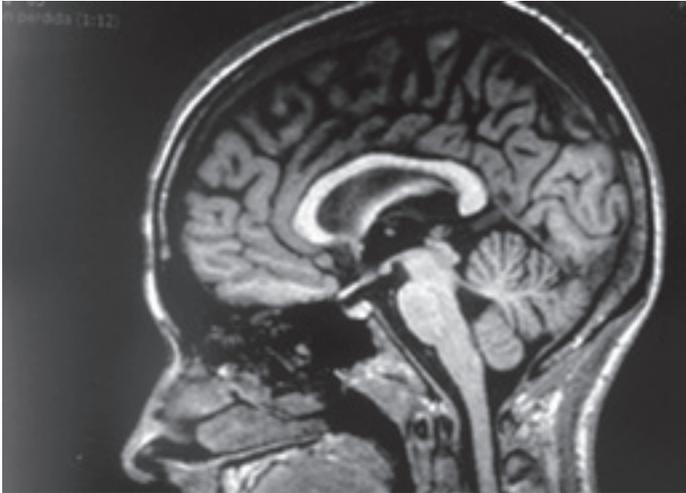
RM sin contraste IV de cráneo
